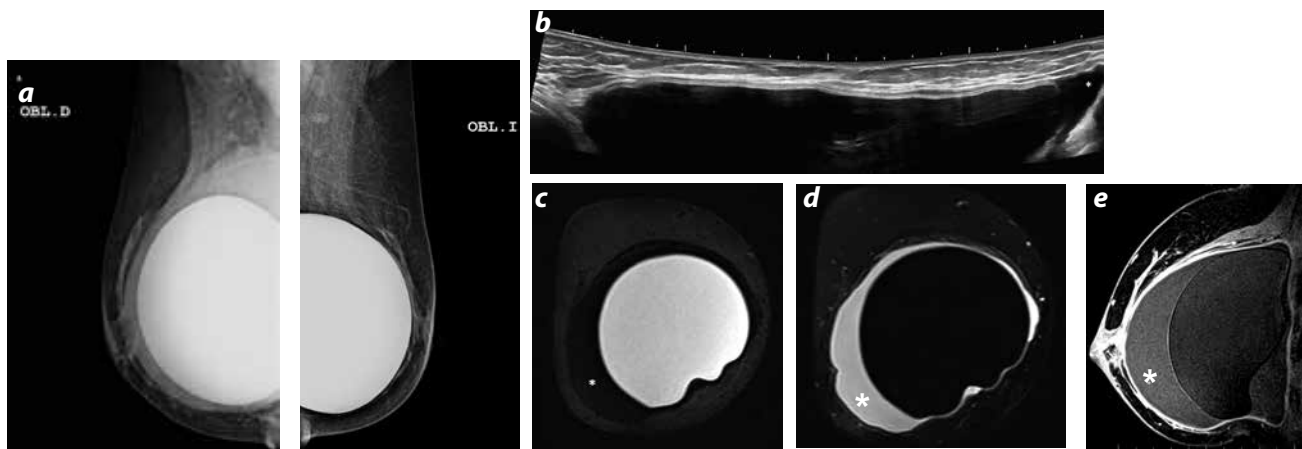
Seroma tardío. Antecedente de implantes de silicona hace 7 años. a) Implantes retropectoriales con aumento de densidad periprotésica en el lado derecho. b) US de campo extendido: implante mamario íntegro con líquido periprotésico (*). c y d). RM mama derecha: imágenes coronales, secuencias STIR, supresión de agua y supresión de silicona; implante íntegro, rodeado de líquido intracapsular (*). e) RM mama derecha: imagen sagital T1-3D FS con medio de contraste: líquido periprotésico derecho de señal discretamente alta (*). Informe de líquido aspirado: celularidad reactiva sin atipia citológica. Cultivos para bacterias, hongos y micobacterias negativos.
